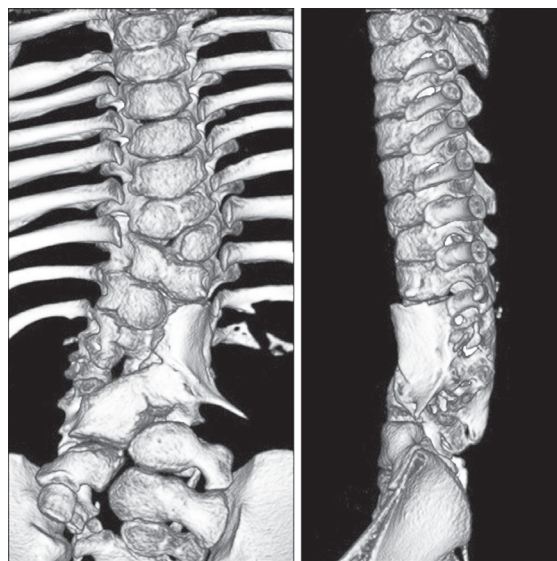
Компьютерная томография через 18 месяцев после операции. Сформирован костный блок в зоне оперативного вмешательства: а — вид спереди; б — вид слева
